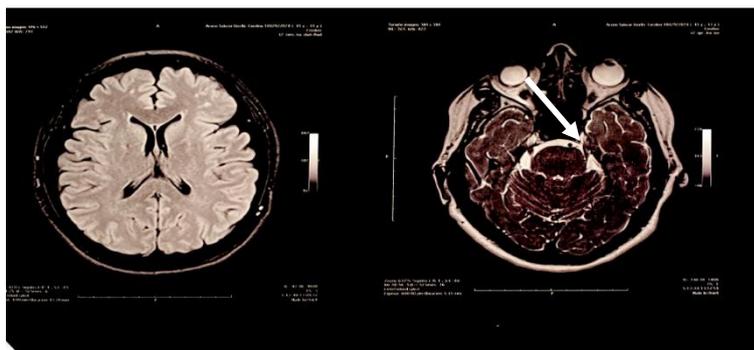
Resonancia magnética de paciente con compresión del nervio trigémico.
